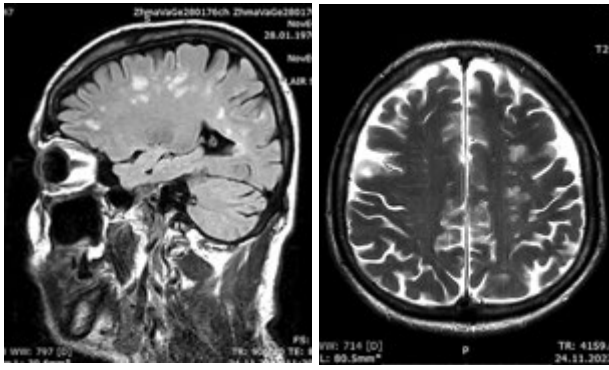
MRI of the brain with intravenous contrast enhancement
